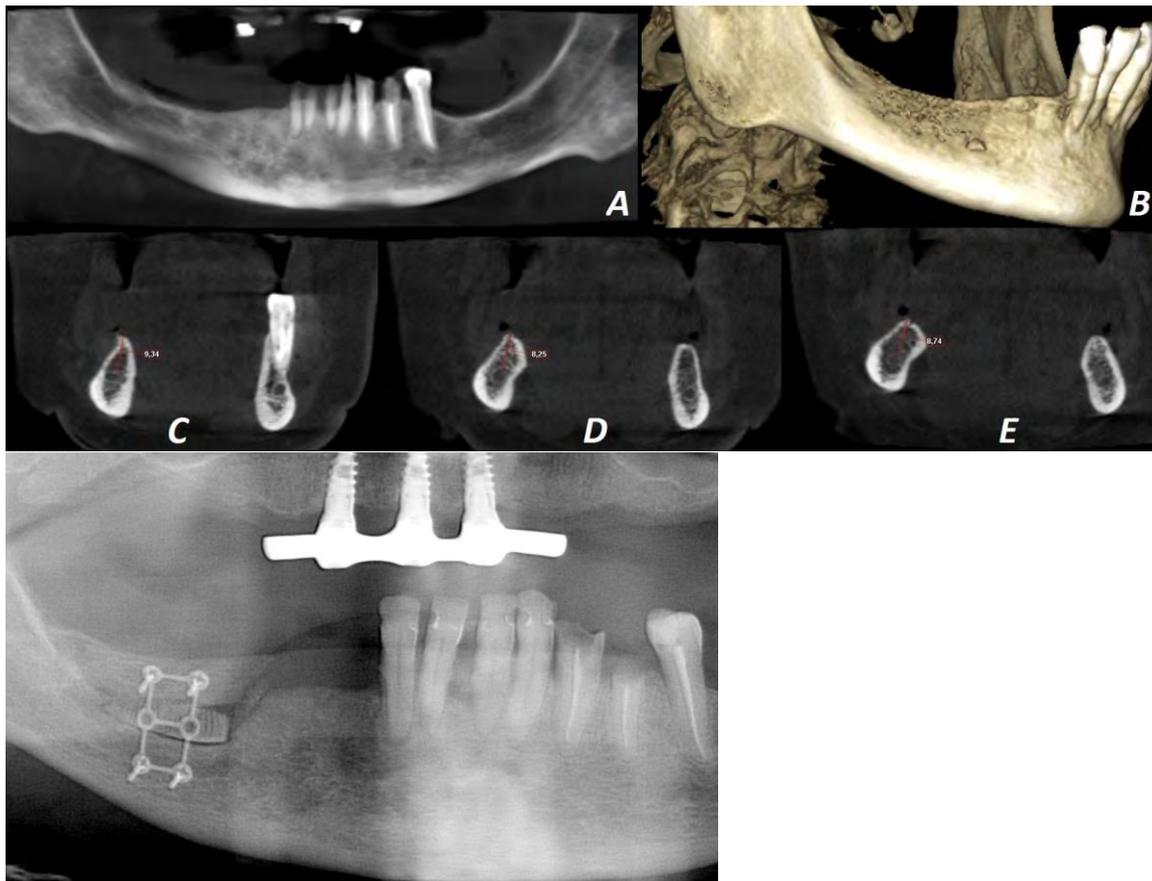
VUES RADIOGRAPHIQUES PRE-OPERATOIRES GREFFE SANDWICH PAR GREFFON ALLOGENIQUE. A PANORAMIQUE MANDIBULAIRE. B VUE 3D SECTEUR 4 POSTERIEUR. C, D, E HAUTEUR DE CRETE RESIDUELLE EN 45, 46 ET 47. F ORTHOPANTOMOGRAMME POST-OPERATOIRE IMMEDIAT – CAS DU PR. BOUTAULT F
